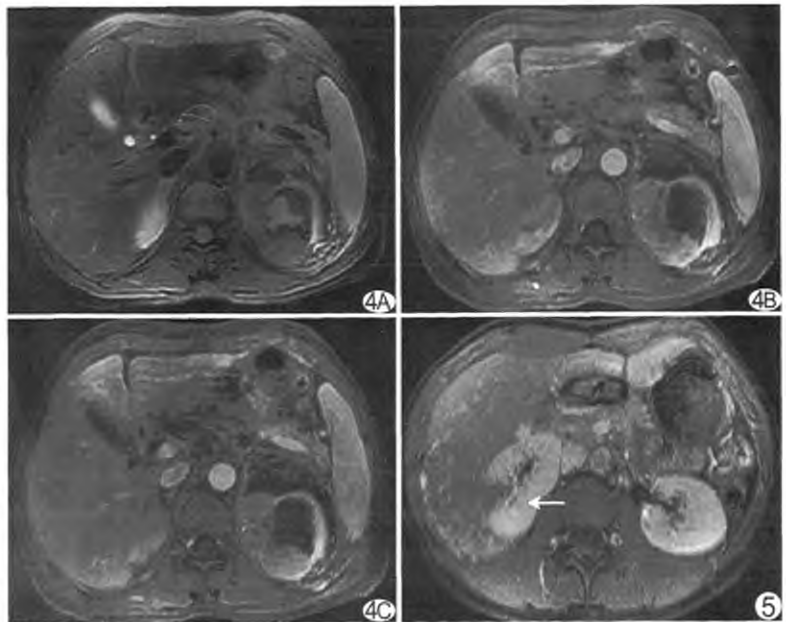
患者女，46 岁，左肾 EAML A. 脂肪抑制 T2WI 显示左肾上极肿块实质部分信号低于肾实质，病灶内及肾筋膜周围可见高信号出血，边界不清；B. 增强皮质期肿块明显强化，可见“黑星征”，出血区无强化；C. 增强髓质期，肿块持续强化 图 5 患者女，22 岁，右肾 EAML MRI 增强扫描髓质期，病灶强化，显示“楔征”
